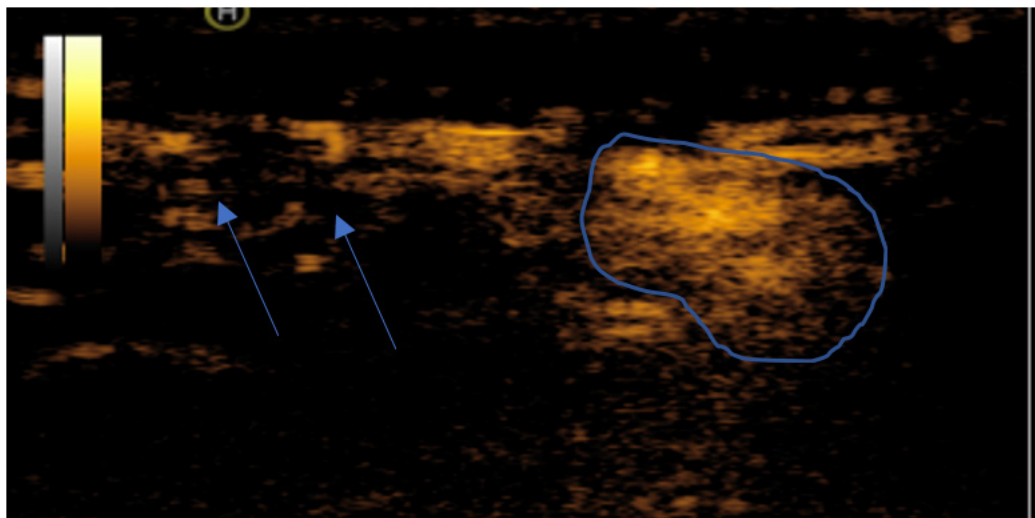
КУУЗИ сигнального ЛУ, режим контрастной гармоник. Линия контрастного усиления от лимфатического сосуда (стрелка), подходящая к зоне аккумуляции контрастного препарата в СЛУ (синяя линия)
